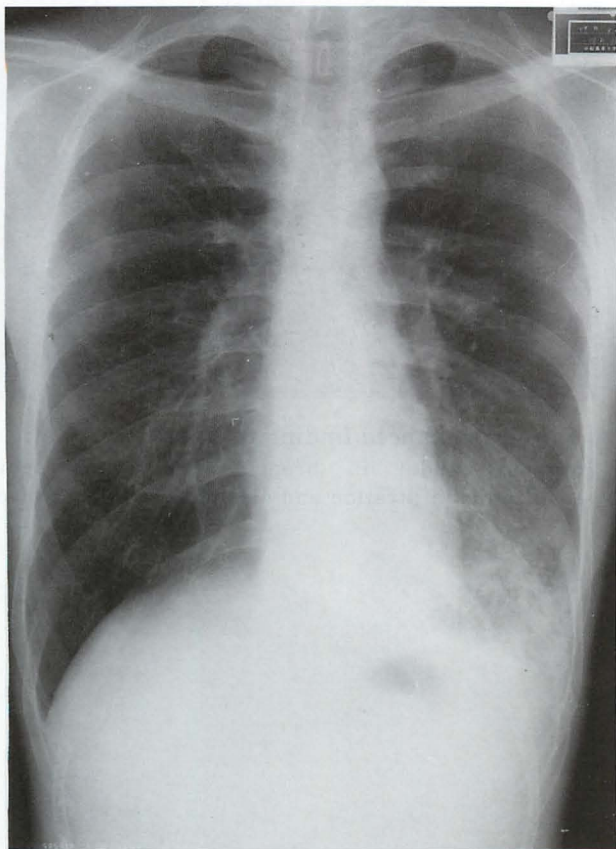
X-ray photo of the chest
